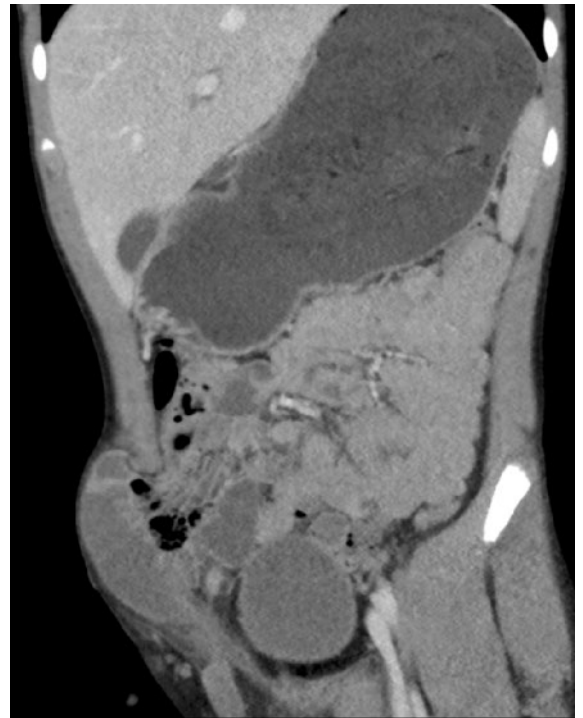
Koronarer CT-Befund.
